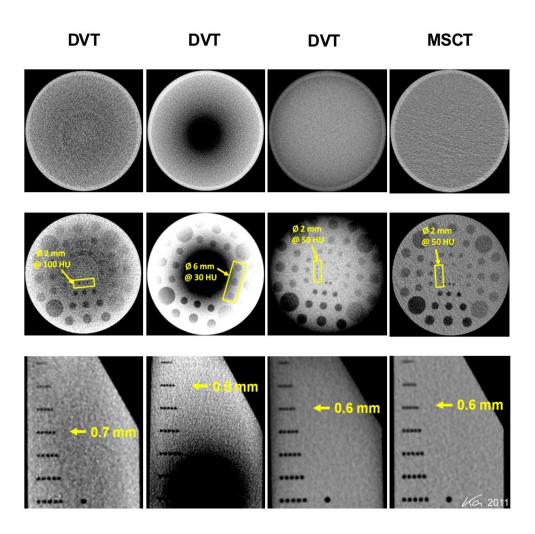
Vergleich der Bildqualität von CBCT und MSCT. Obere Zeile: Homogenitätstest an einem Wasserphantom. Mittlere Zeile: Test der Niedrigkontrastauflösung. Untere Zeile: Test der Ortsauflösung an einem Bohrlochphantom. Spalte 1 bis 3: CBCT. Spalte 4: Klinisches MDCT (Kalender 2011, Abdruck mit freundlicher Genehmigung der Publicis Pixelpark GmbH).
